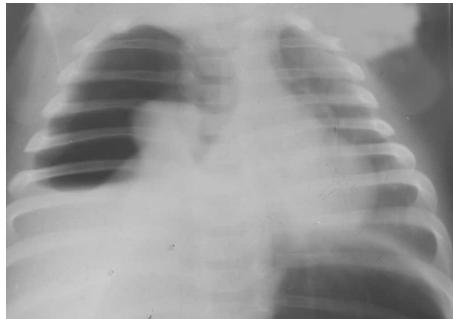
Рентгенограмма грудной клетки при пиопневмотораксе справа
